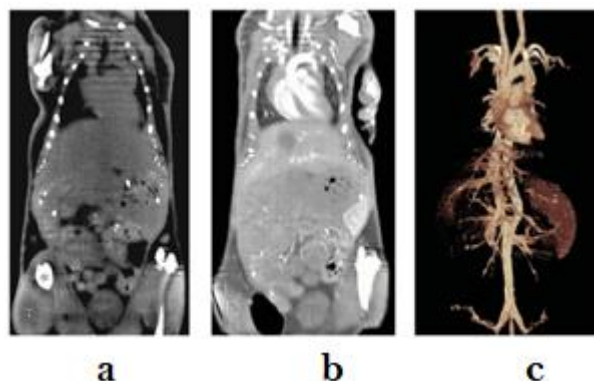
Imagen de micro TC en un ratón (a): pre-contraste, (b) contraste después de 6 horas de inyectar AuNp-PEG, (c) volumen 3d renderizado de las imágenes. Los vasos principales se visualizan vienen todo el ratón y se pueden rastrear incluso las ramas más pequeñas [46].
